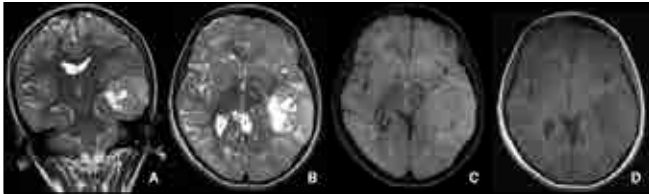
MRI shows extensive white matter hyperintensity in subcortical U-fibers that typical for L2HGA at coronal (A), axial(B) T2W and axial FLAIR images(C). There is a heterogeneous cystic mass in the left temporal lobe. At T1W images, mass is heterogenous moderate hypointense (D).
